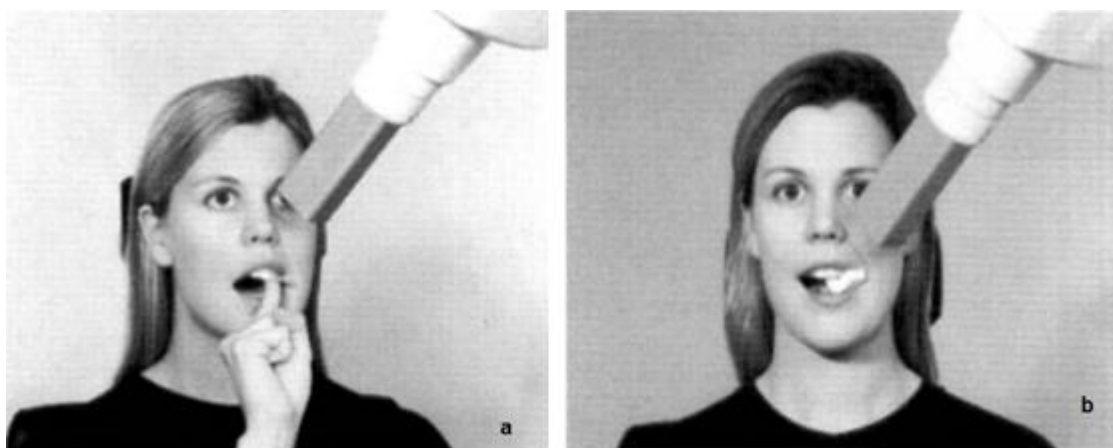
Posicionamento do paciente: (a) com o auxílio do paciente e (b) através do posicionador, ambos para a técnica periapical de caninos superiores esquerdo [26].
